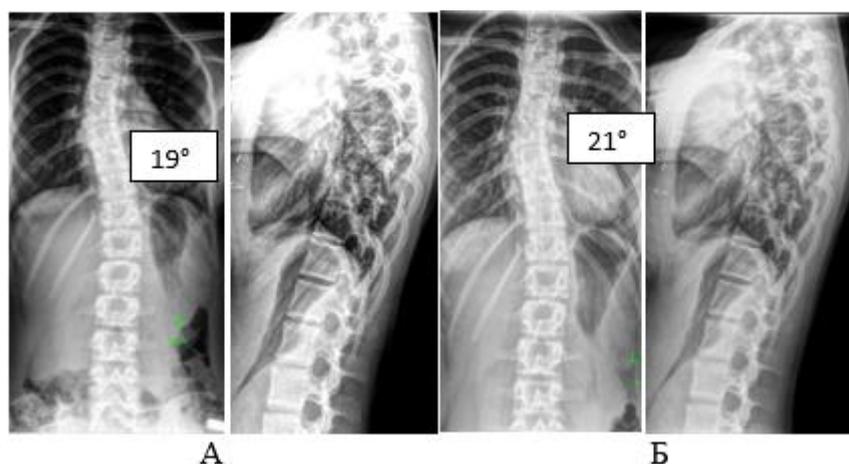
Рентгенограммы пациентки в прямой и боковой проекции с отсутствием прогрессирования деформации позвоночника: А – 12 лет, МСК, Б – 13 лет
